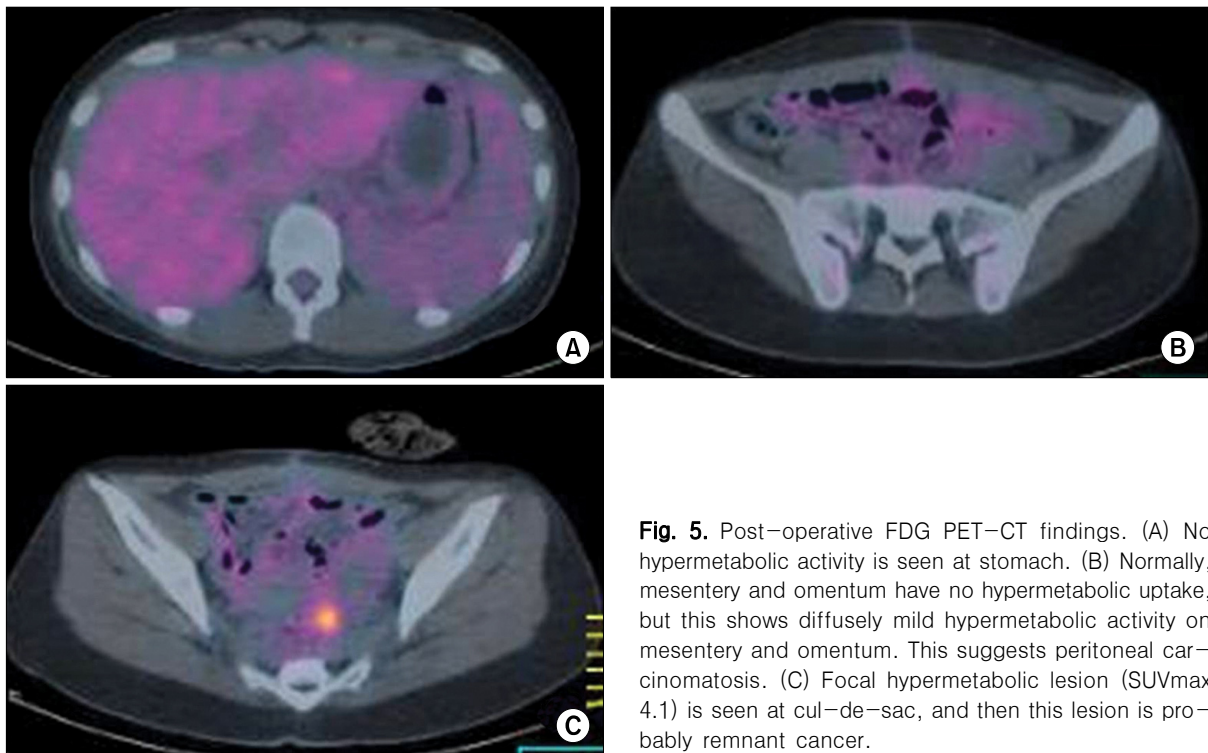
Post-operative FDG PET-CT findings. (A) No hypermetabolic activity is seen at stomach. (B) Normally, mesentery and omentum have no hypermetabolic uptake, but this shows diffusely mild hypermetabolic activity on mesentery and omentum. This suggests peritoneal carcinomatosis. (C) Focal hypermetabolic lesion (SUVmax 4.1) is seen at cul-de-sac, and then this lesion is probably remnant cancer.
